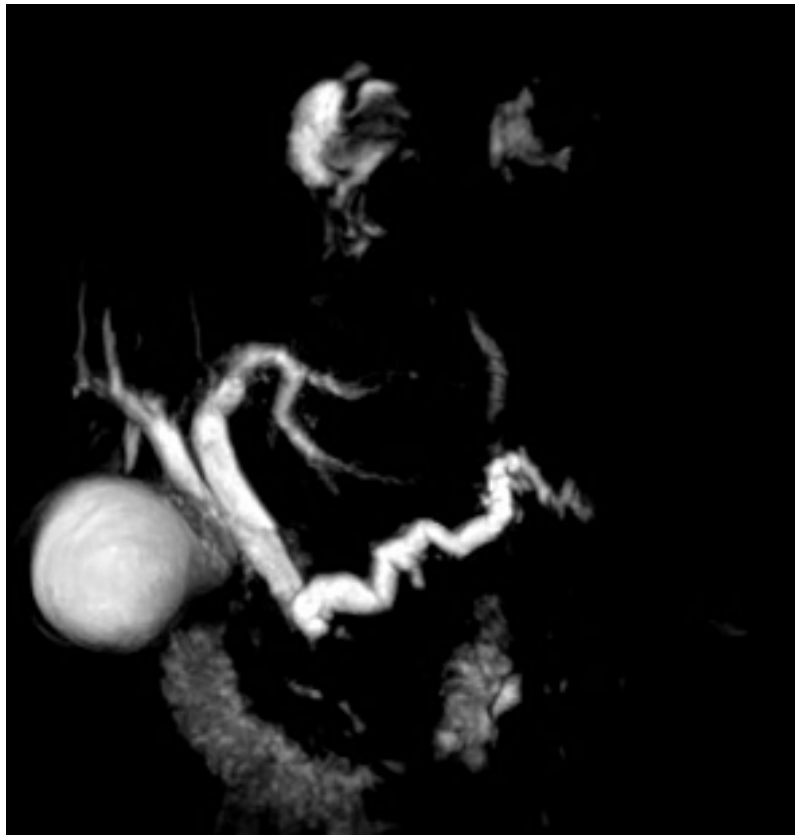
Томограма магнітно-резонансної холангіопанкреатографія (MRCP) (томограма MRCP демонструє класичну ознаку аденокарциноми головки ПЗ - вираженої дилатації як біліарної системи, так і панкреатичної протоки до рівня головки підшлункової залози)
